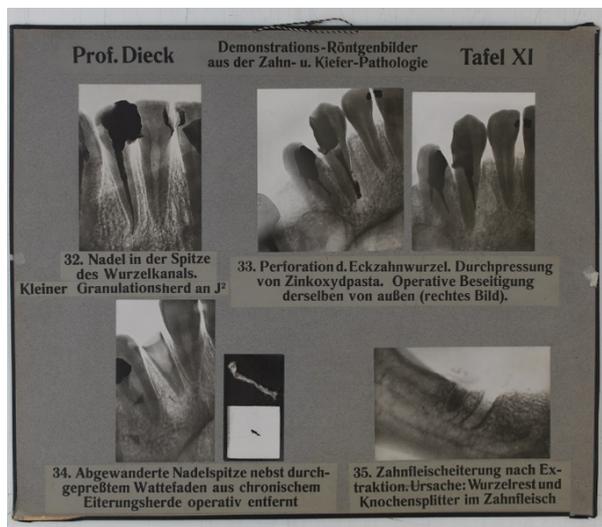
Röntgentafel LT 72⁵
